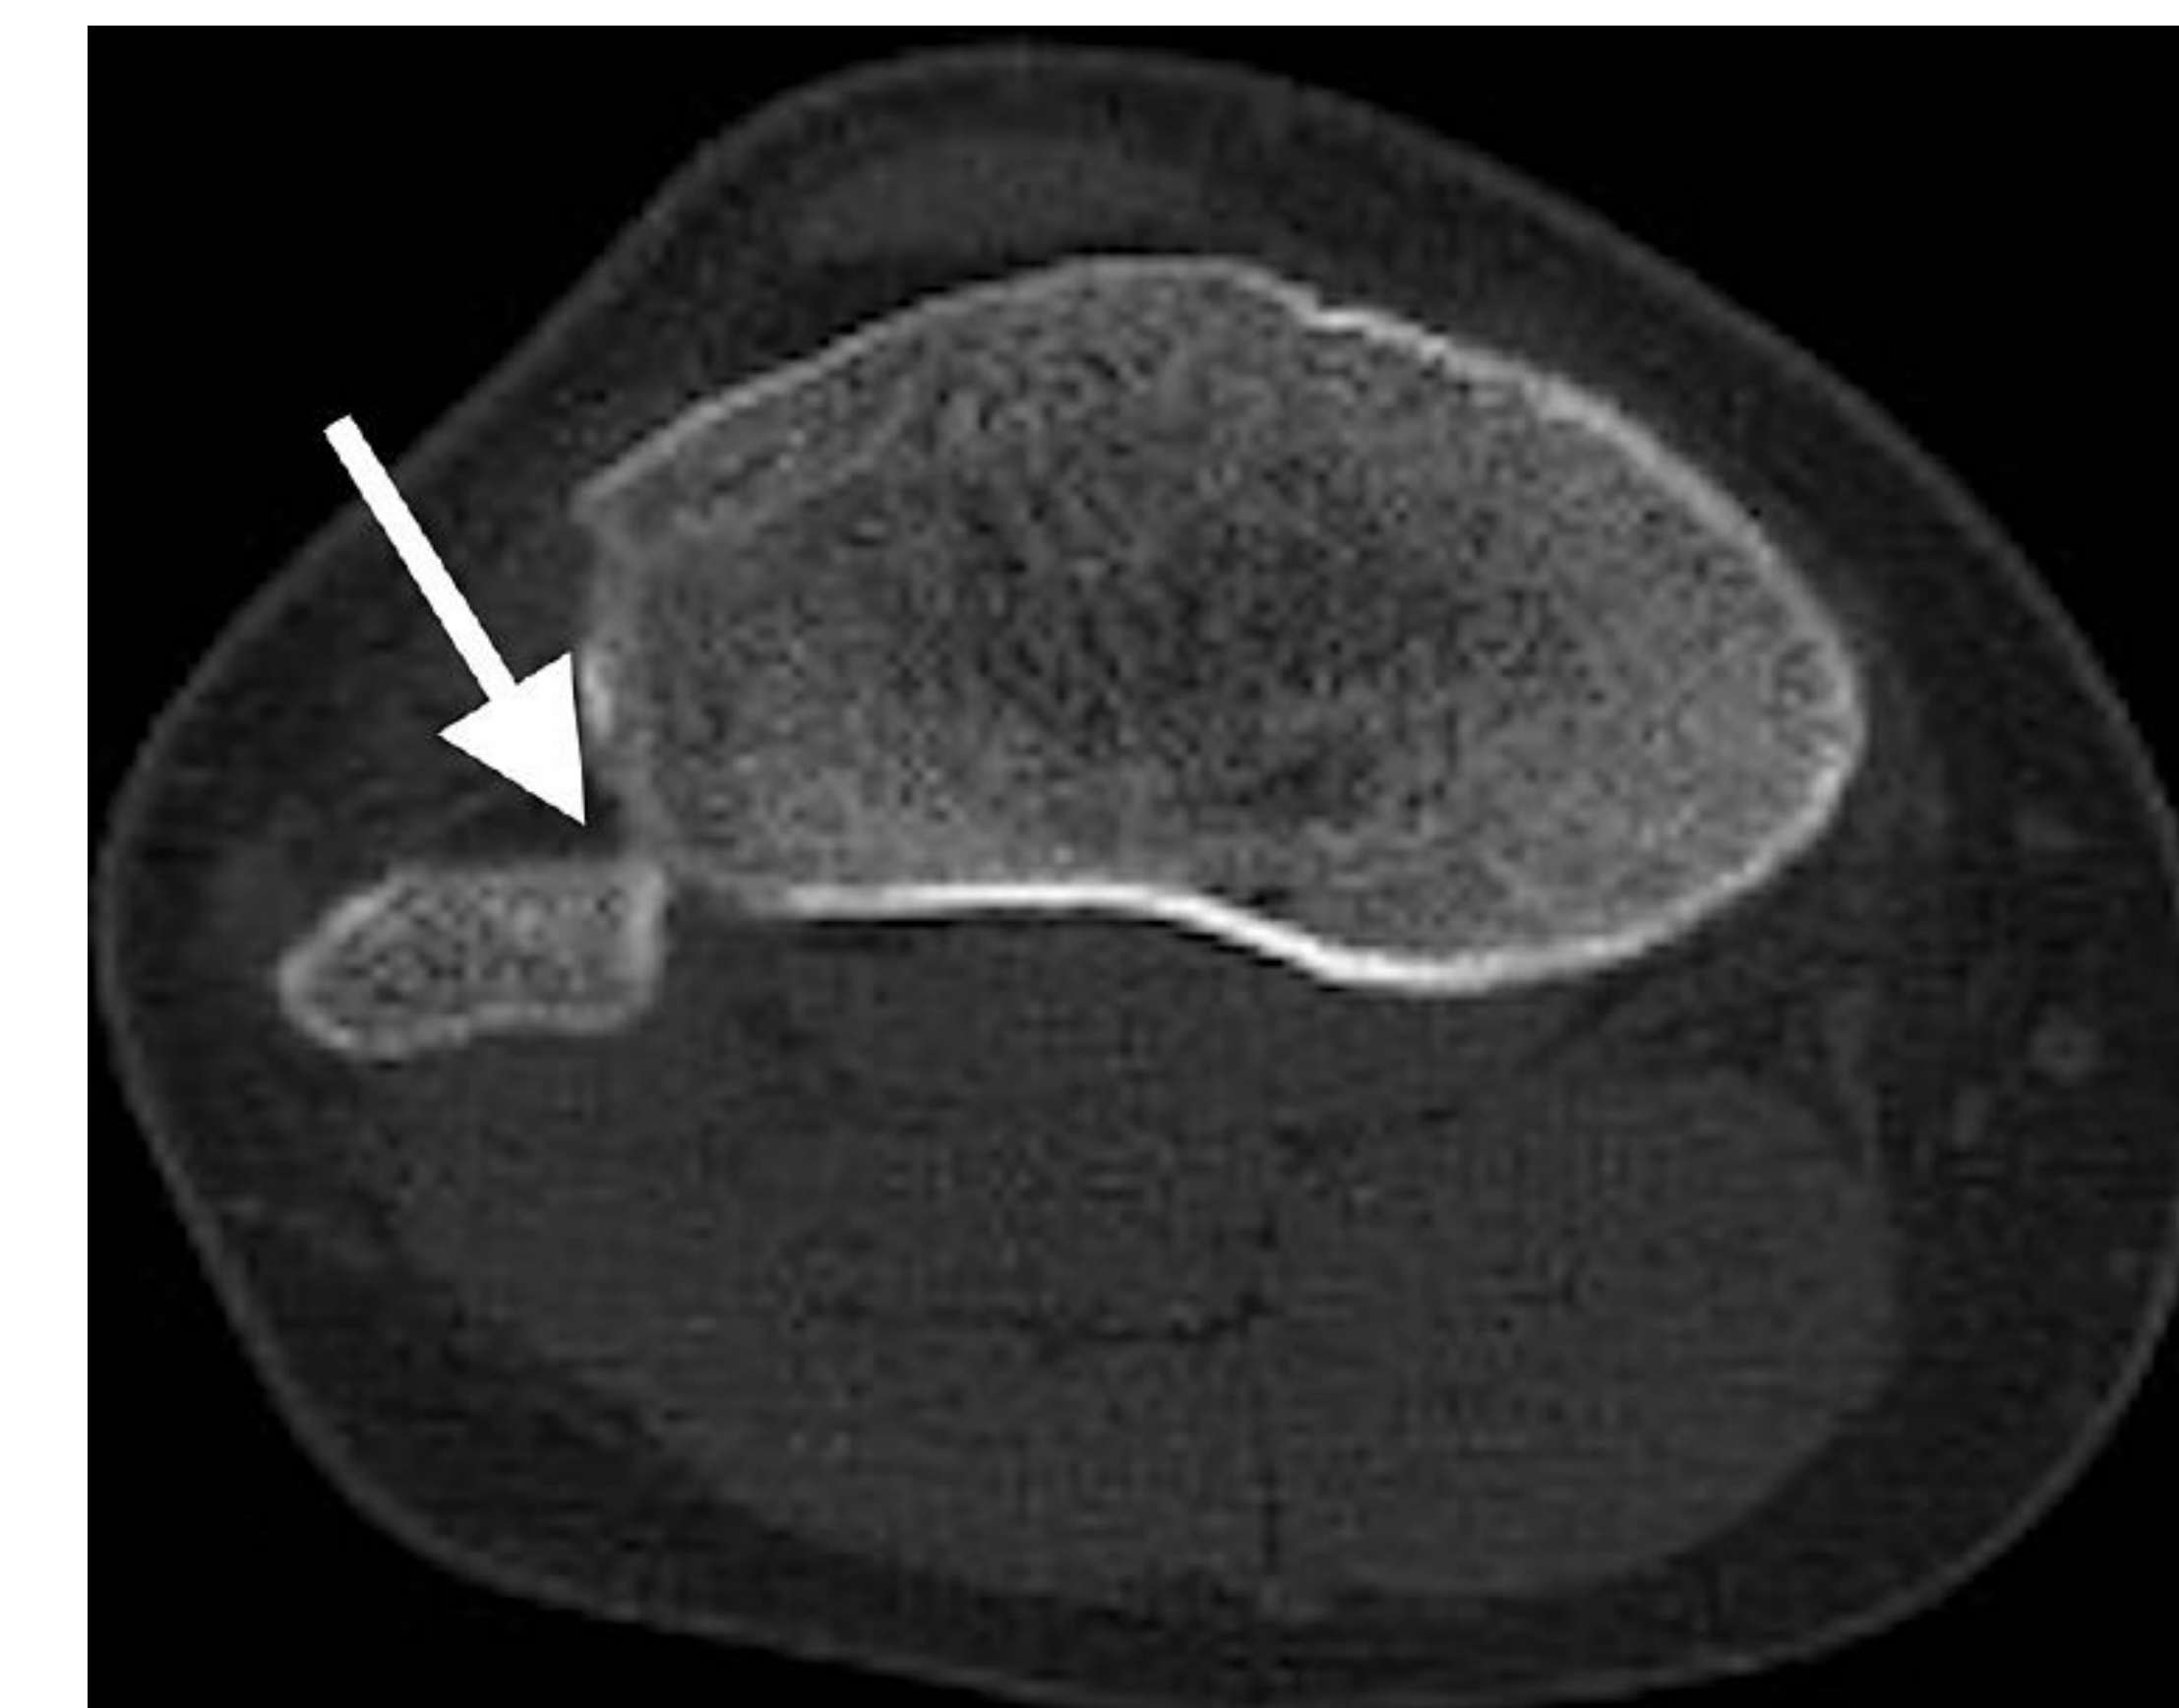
Corte axial de TAC simple de rodilla derecha
